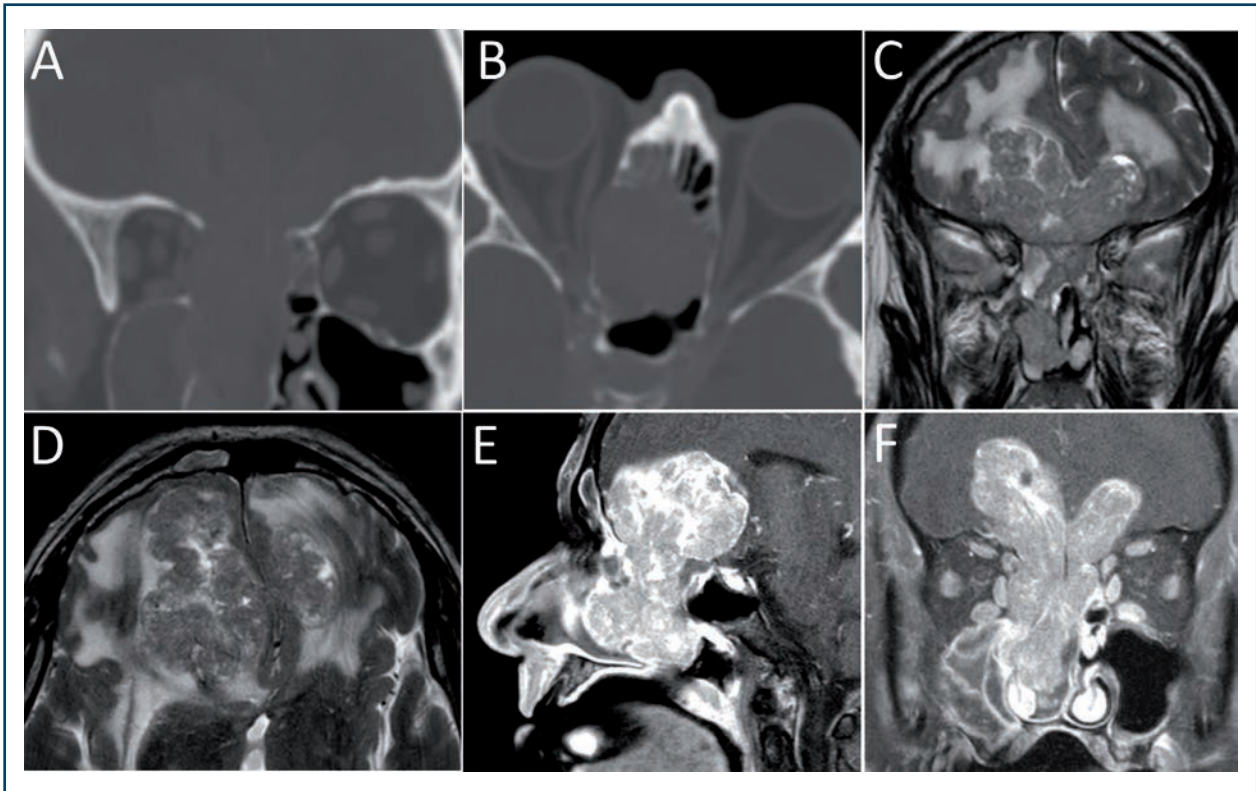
Carcinome indifférencié naso-sinusien ethmoïdien droit chez un homme de 50 ans découvert sur obstruction nasale et céphalées résistantes aux antalgiques de palier 1. IRM pondérée en T1 (A), T2 (B,C) et T1 injecté (D-F).
